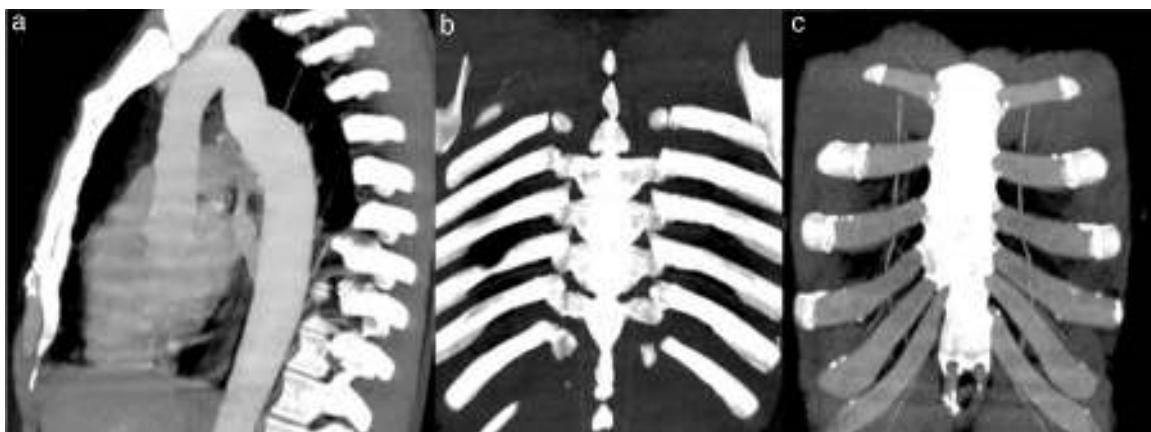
Reformatações MIP de angio-TC do tórax em examinado com pseudocoartação da aorta. a) Reformatação sagital demonstrando alongamento do arco aórtico com acetovelamento na região do istmo, condicionando apenas discreta redução do calibre do vaso. b) e c) Reformatações no plano coronal, evidenciando ausência de aumento de calibre das artérias intercostais, apresentando as artérias mamárias internas calibre normal.
